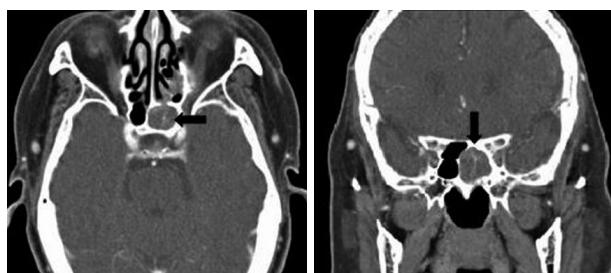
Preoperative contrast-enhanced computed tomographic image shows soft tissue lesion occupying left sphenoid sinus (black arrow). Hypertrophic change and sparsely erosive lesions are seen in left sphenoid sinus.
